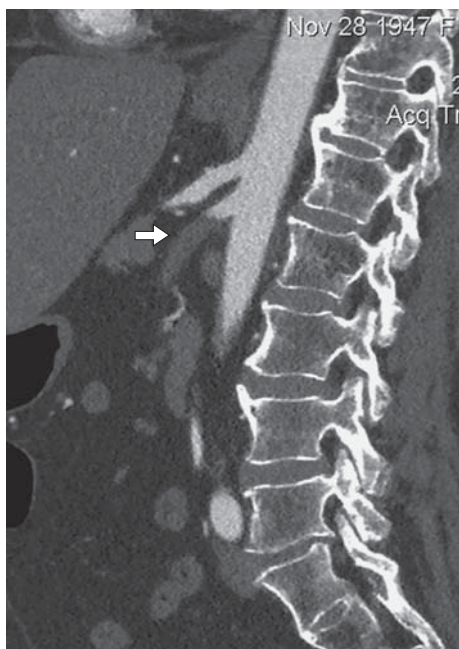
КТ с внутривенным болюсным контрастированием, артериальная фаза. Стрелкой обозначен окклюзированный просвет верхней брыжеечной артерии.
